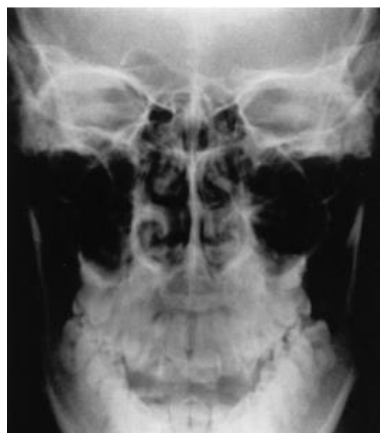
Radiografía posteroanterior<sup>16</sup>
